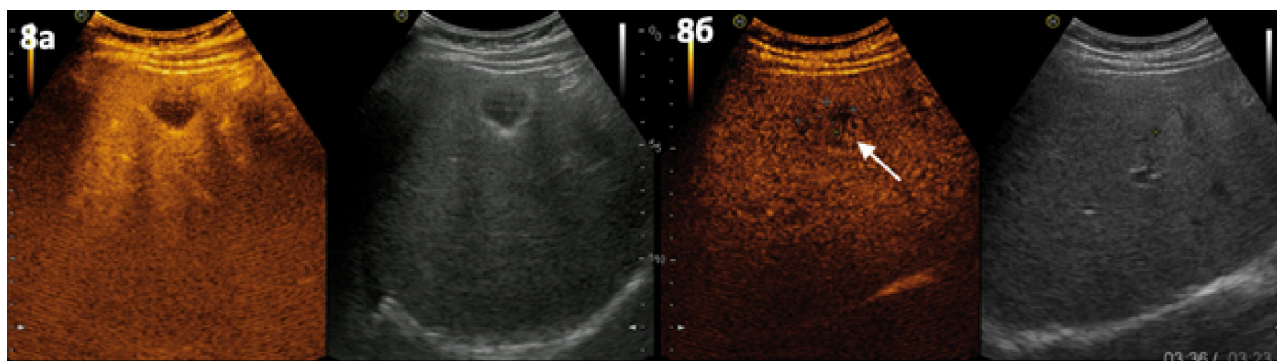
КУУЗИ: а — артериальная фаза, очаг не визуализируется (зона интереса обведена); б — поздняя венозная фаза, слабое гипоконтрастирование зоны интереса (стрелка)
